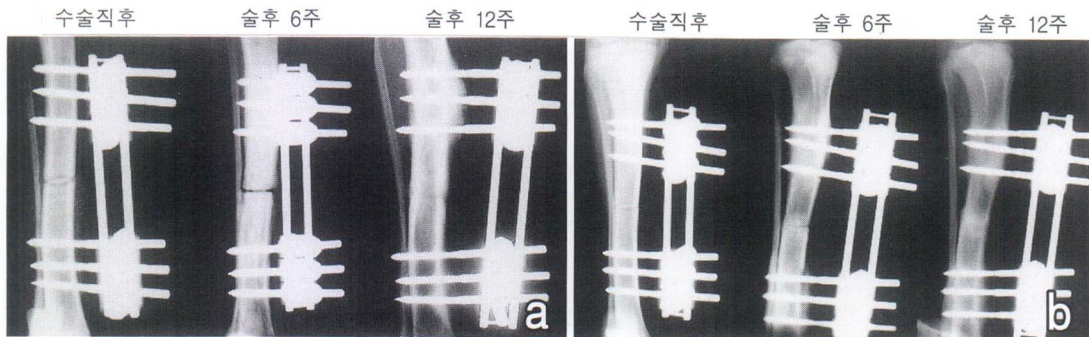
절골술을 시행한 경골에서 수술 직후, 6주, 12주에 촬영한 경골의 전후투사 방사선 사진. a. Disodium pamidronate를 투여한 개에서 절골술을 시행한 수술 직후, 6주, 12주에 촬영한 경골의 전후투사 방사선 사진으로 절골술후 12주에는 완전히 유합된 소견을 볼 수 있음. b. Placebo (동량의 완충용액)를 주입한 대조군의 개에서도 12주에 완전히 유합된 소견을 볼 수 있음.
